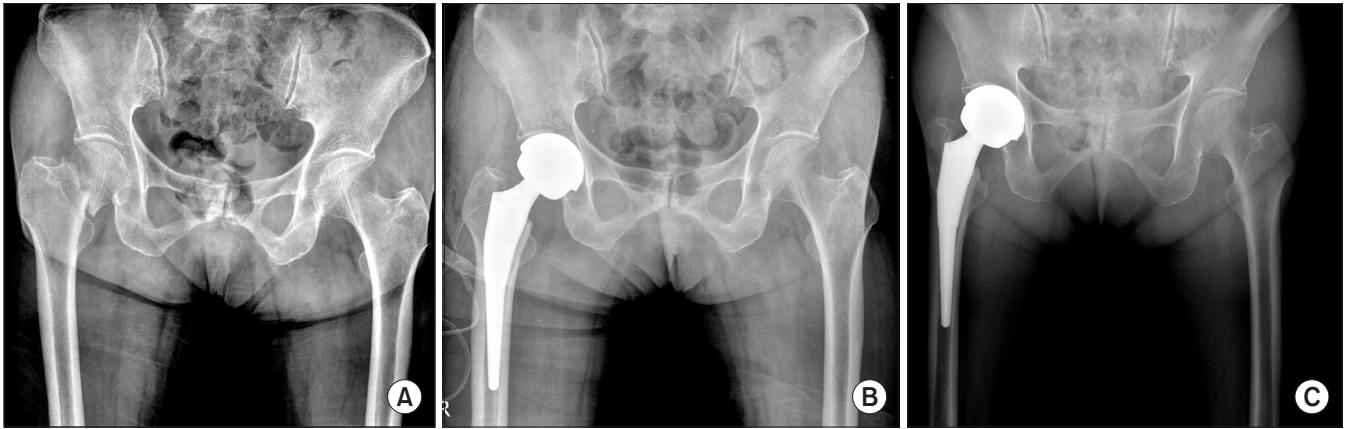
A 73-year-old female patient with right femur neck fracture. (A) Preoperative radiograph. (B) Immediate postoperative radiograph after primary total hip arthroplasty. (C) Final follow-up at 2 years.
